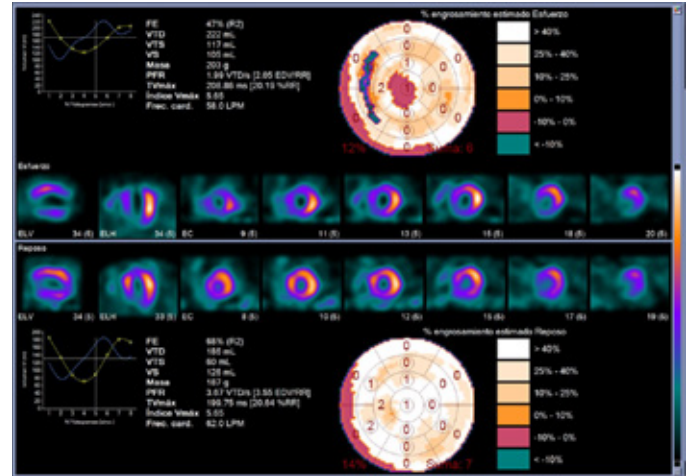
Perfusión miocárdica Gated SPECT. Software Emory Cardiac Toolbox. Cálculo automático del engrosamiento parietal en reposo y post esfuerzo, en porcentaje del miocardio.
